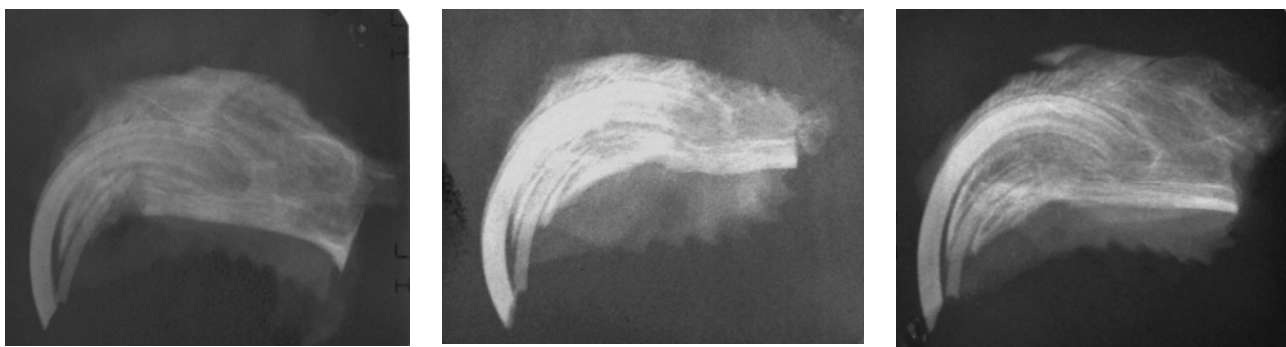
Дослідна група № 3. Фото рентгенограм верхньої щелепи кроля. Термін дослідження 14, 30, 90 діб
